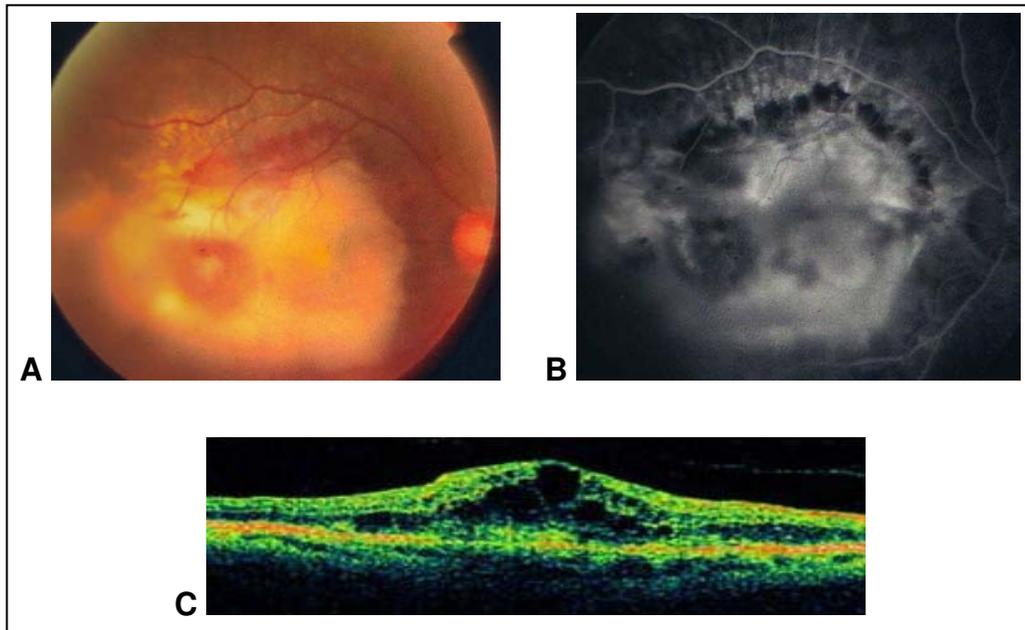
MNVC na DMRI neovascular: 3A presença de hemorragia e exsudatos subretinianos com áreas de fibrose subretiniana em pólo posterior; 3B angiografia mostrando extensa área de hiperfluorescência por vazamento secundário a MNVC com áreas de bloqueio superiormente por hemorragia intraretiniana; 3C Tomografia de coerência óptica mostrando desorganização anatômica com edema retiniano e descolamento de retina neurosensorial.
